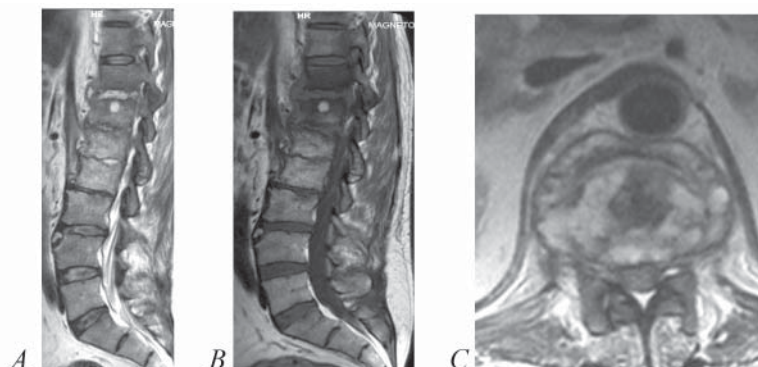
RMN lombară. A- RMN în plan sagital A2 spondilodiscită Th11-L3 cu abces subligamentar. B- RMN în plan sagital A1 spondilodiscită Th11-L3 specific TBC. C- RMN în plan axial inflamația spațiului intra-discal cu inflamația țesuturilor paravertebrale
